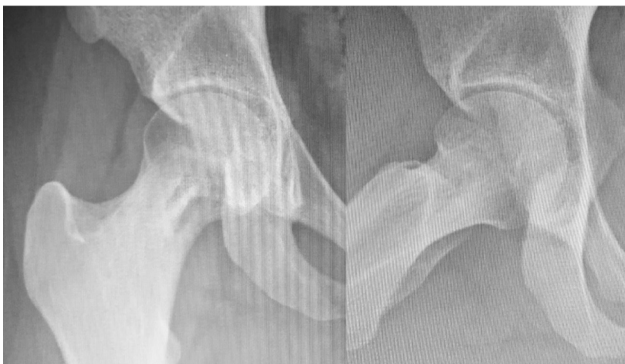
Radiografia inicial demonstrando lesão osteolítica no colo do fêmur. AP à esquerda e lateral à direita.
